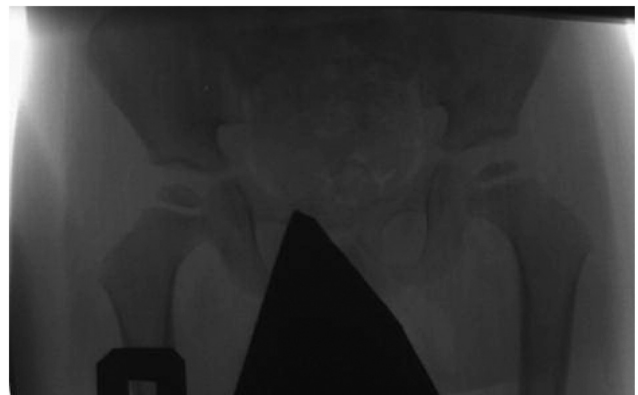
М, 4 года. На рентгенограмме таза и тазобедренных суставов определяется уплощение и некроз эпифиза головки бедренной кости слева.
